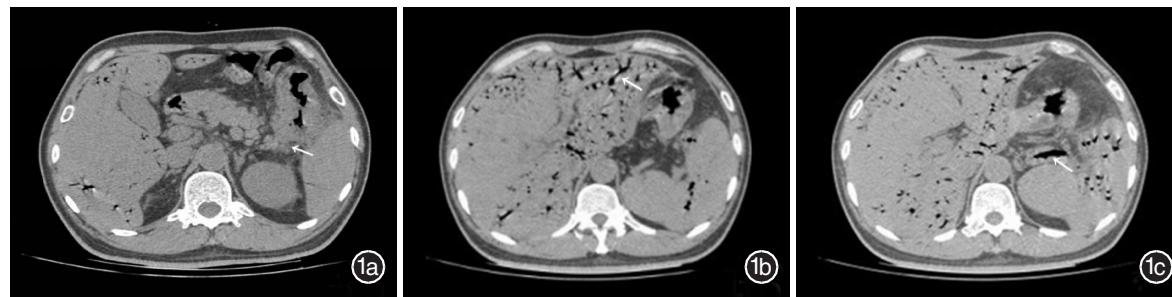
CT软组织窗 1a.结肠脾曲肠壁增厚,与脾脏前缘分界不清,局部与胰尾部分界欠清(白箭头所示);1b.肝内见树枝状气体密度影沿门静脉走行(白箭头所示);1c.脾静脉内见气体密度影(白箭头所示)
